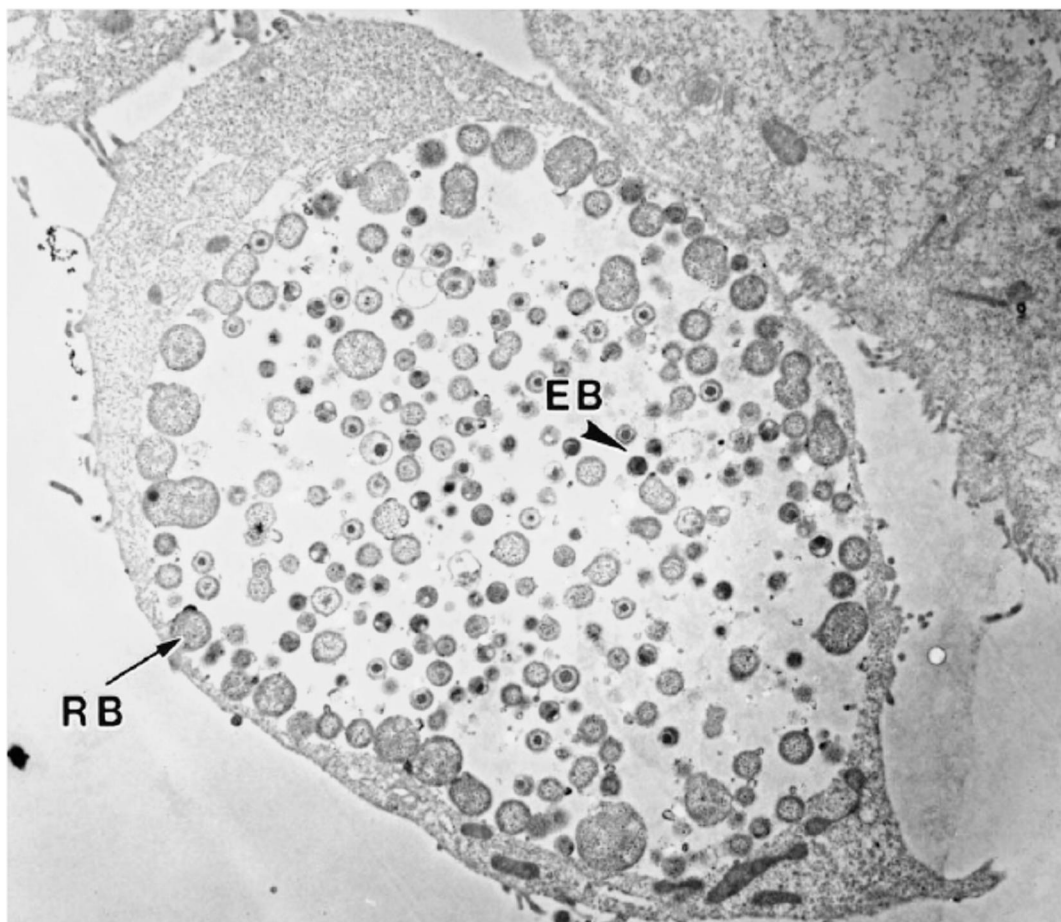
Células após 48 horas de infecção pela sorovariante L1 de CT. Os EB (corpos elementares), RB (corpos reticulados) e as formas intermediárias são evidentes dentro da inclusão. FONTE: STAGG, 1998.
